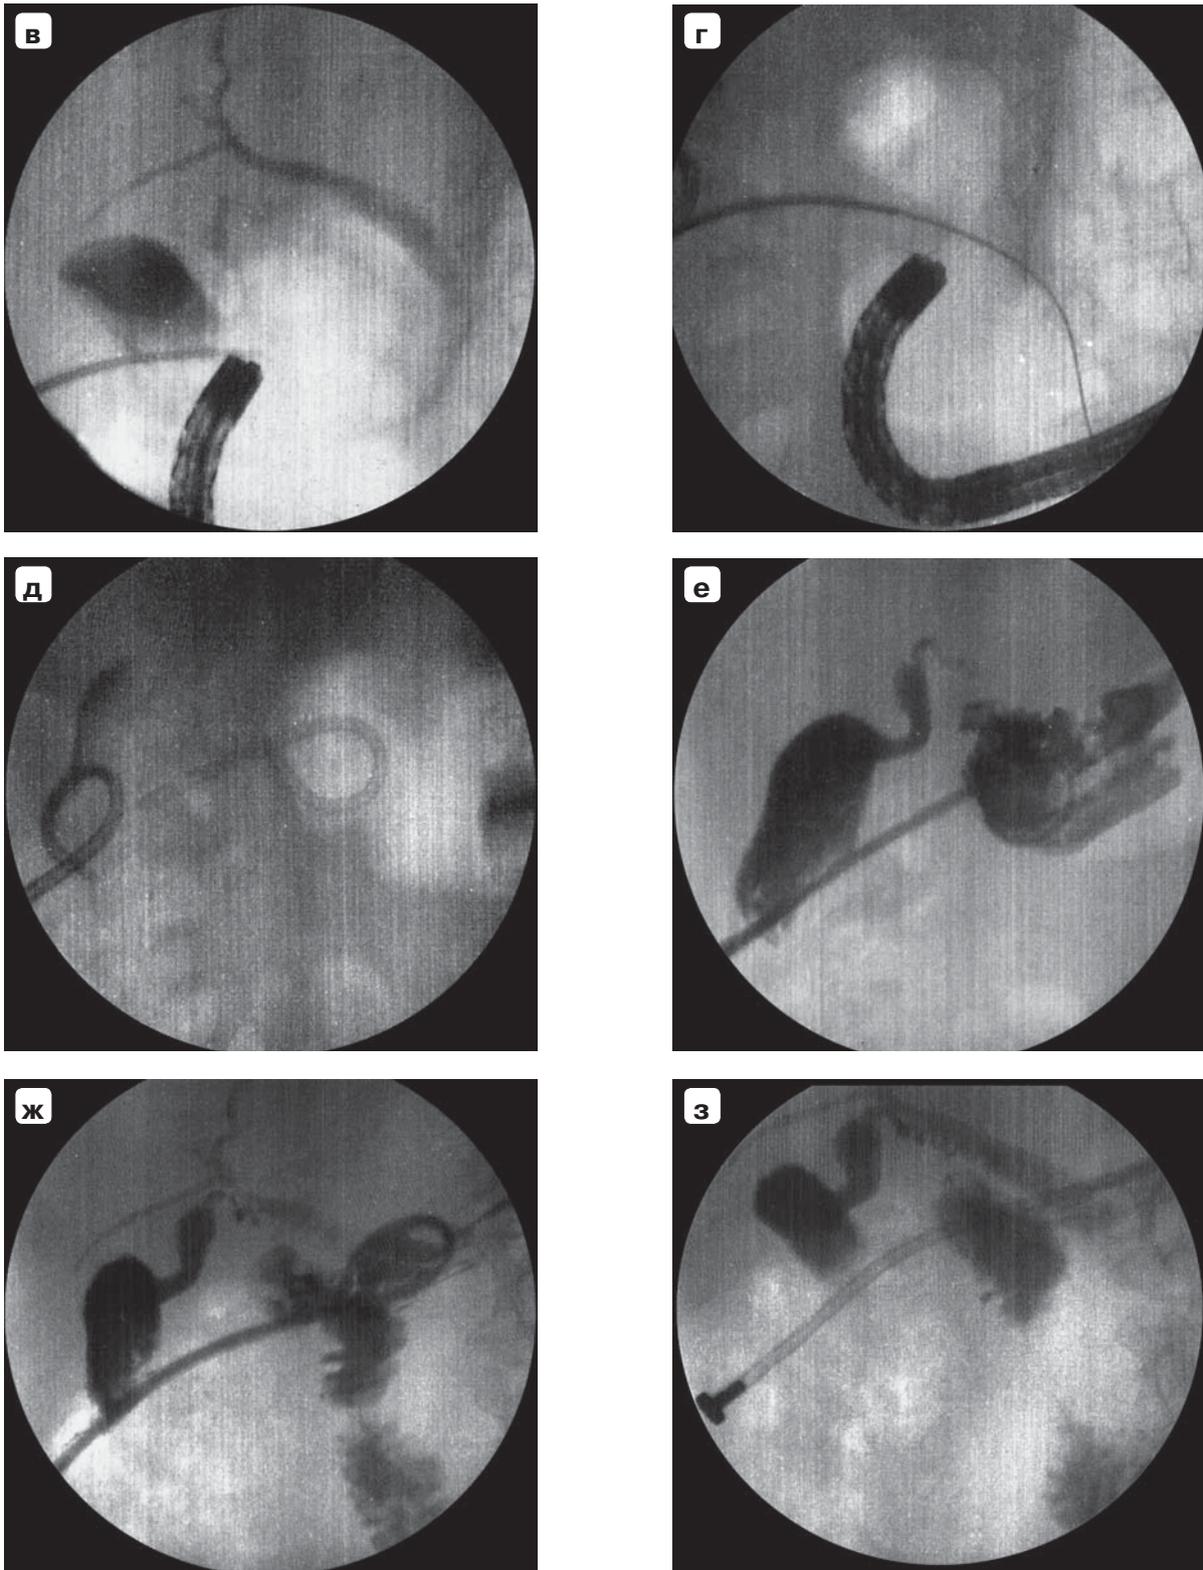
(окончание). в – интраоперационная рентгенограмма, в желчном пузыре устройство для пункционного шунтирования, в желудке – эндоскоп; г – интраоперационная рентгенограмма, в желудок введены изогнутая игла и проводник; д – рентгенограмма, дренажи в желчном пузыре и желудке; е – фистулограмма, 5-е сутки, катетер из желчного пузыря удален, контрастный препарат заполнил желчный пузырь и желудок; ж – фистулограмма, поступление контрастного препарата в желчные протоки и желудок; з – рентгенограмма, эндопротез проходит через желчный пузырь в желудок, наружный сегмент эндопротеза герметизирован металлическим винтом.
